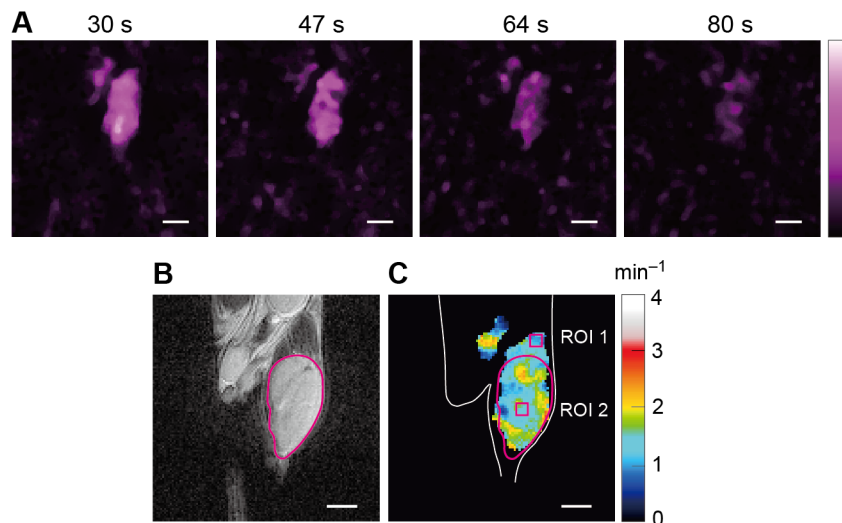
腫瘍モデルマウスのレドックスイメージング (A) ESR 信号マップの時間経過、(B) ¹H-MRI による腫瘍の形態画像 (T2 強調画像)、(C) レドックスマップ、スケールバーは 5 mm。
